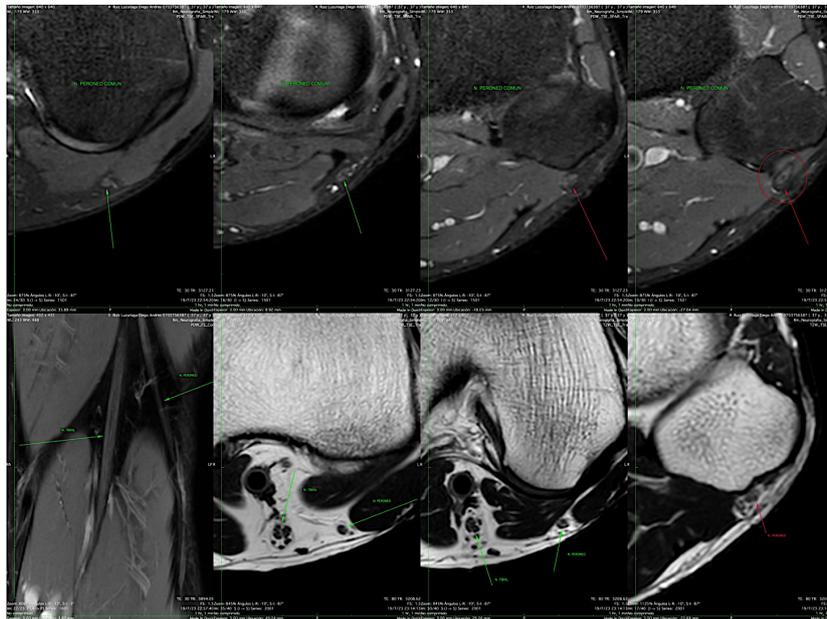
Resonancia Magnética (DP y STIR) de miembro inferior izquierdo.
